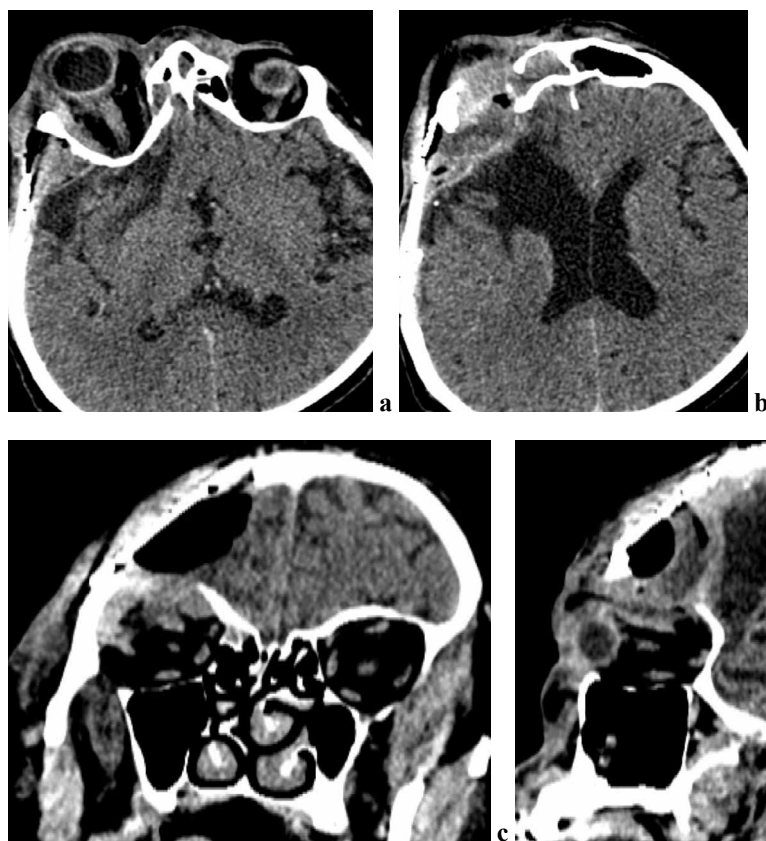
МСКТ головного мозга с контрастным усилением, 2019 (послеоперационный контроль).
